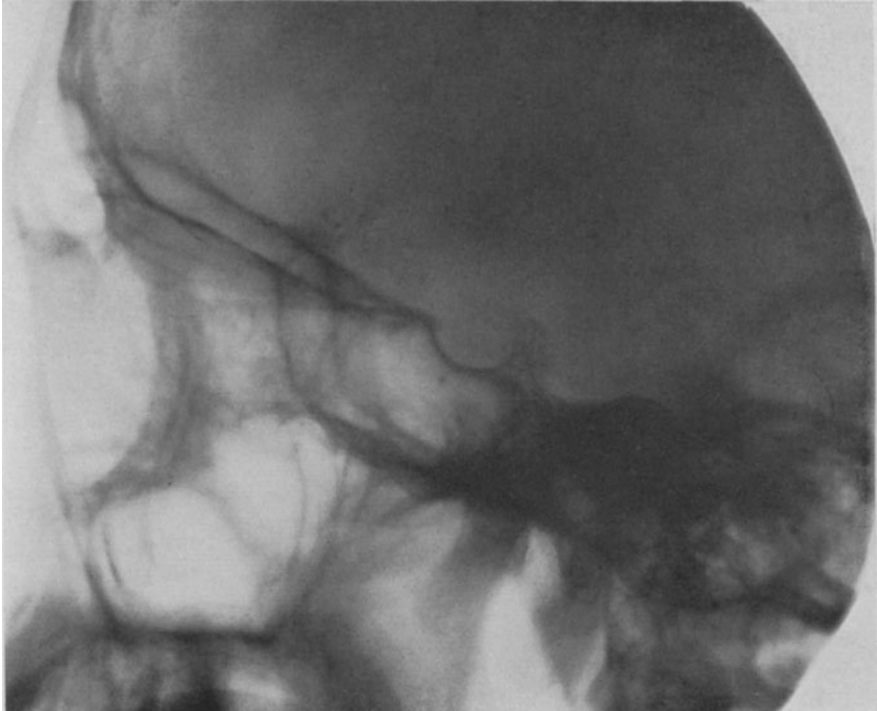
17-jähriger Mann. Lues congenita. Keratitis. Schwerhörigkeit. Im Röntgenbild Keilbeinhöhle frei bis auf eine leichte Trübung an der unteren Kante. Sehnerv frei. Zwei Salvarsaninjektionen. Augen und Ohren bessern sich nachweisbar.
